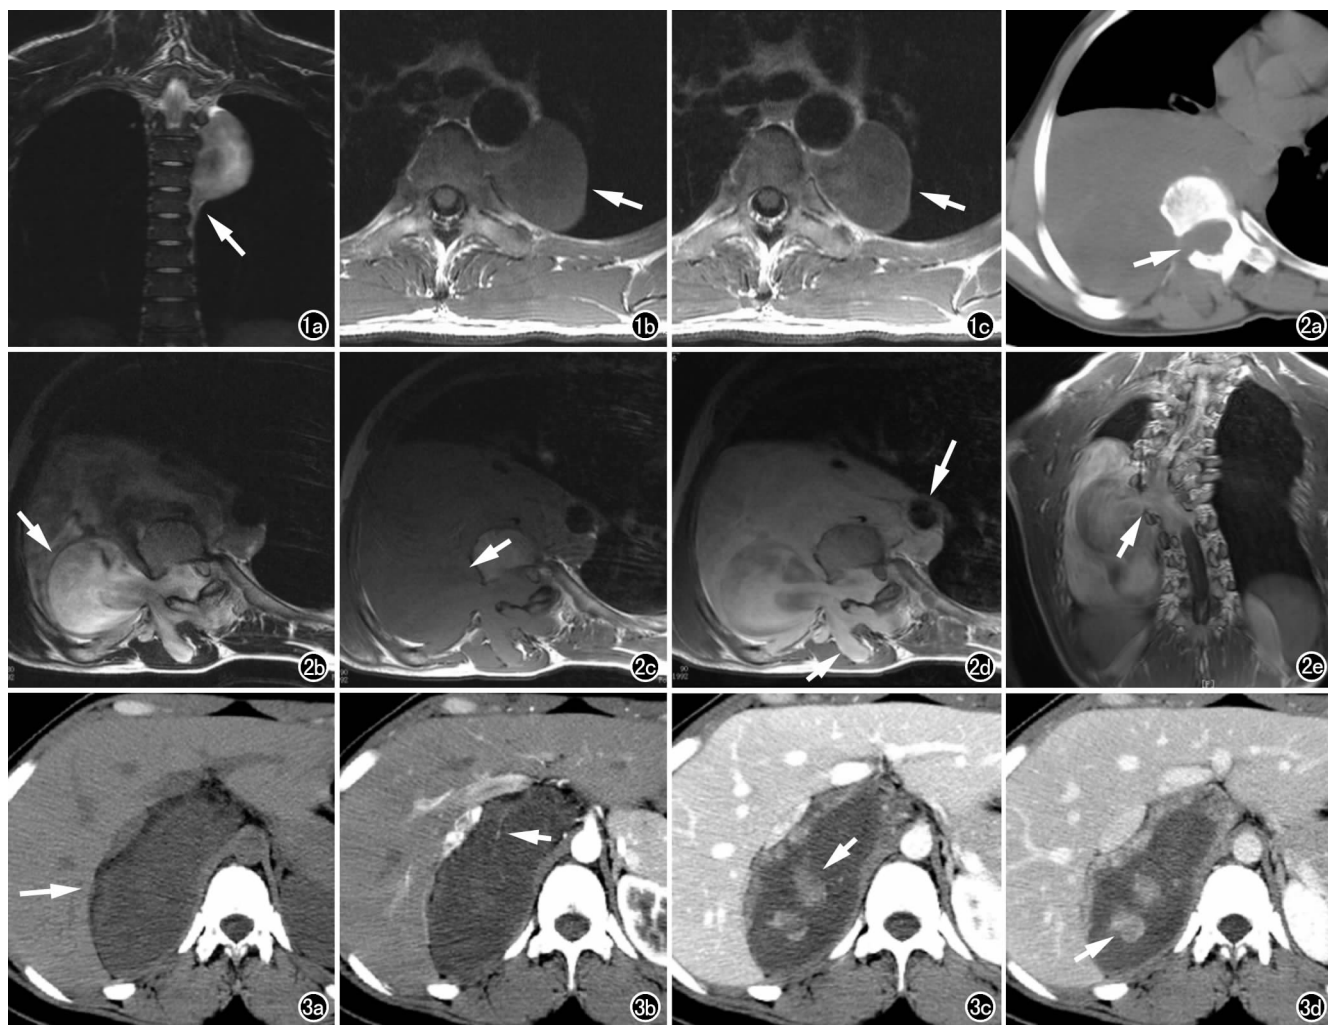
男, 18 岁, T_3-T_6 椎旁 GN。a) 冠状面 T_2 WI 示 T_3-T_6 椎旁类圆形肿块, 呈不均匀稍高信号, 可见伪足(箭); b) 横轴面 T_1 WI 示病灶呈均匀低信号, 边界清楚(箭); c) 横轴面 T_1 WI 增强示病灶片絮状轻度强化(箭)。 图 2 男, 13 岁, 右后下纵隔 GN。a) 横轴面 CT 平扫示右后下纵隔不规则肿块, 边缘欠光整, 右侧椎弓根、横突骨质吸收、破坏(箭); b) 横轴面 T_2 WI 示病灶呈高一低混杂信号(箭); c) 横轴面 T_1 WI 示病灶呈均匀低信号(箭); d) 横轴面 T_1 WI 增强示病灶不均匀显著强化, 包绕胸主动脉(长箭), 肿瘤累及相应层面椎旁、椎间孔、椎弓、椎板及棘突, 并伸入右侧竖脊肌(短箭); e) 冠状面 T_1 WI 增强示病灶沿胸 4/5、5/6、6/7 右侧椎间孔突入胸腔, 相应椎间孔明显扩大(箭)。 图 3 女, 25 岁, 右侧肾上腺 GN。a) 横轴面 CT 平扫示右侧肾上腺椭圆形肿块, 密度均匀, 边界清楚(箭); b) 横轴面 CT 动脉期示肿块无明显强化, 内见血管影(箭); c) 横轴面 CT 静脉期示肿块边缘及内部结节状强化(箭); d) 横轴面 CT 延迟期示病灶强化范围进一步扩大(箭)。
